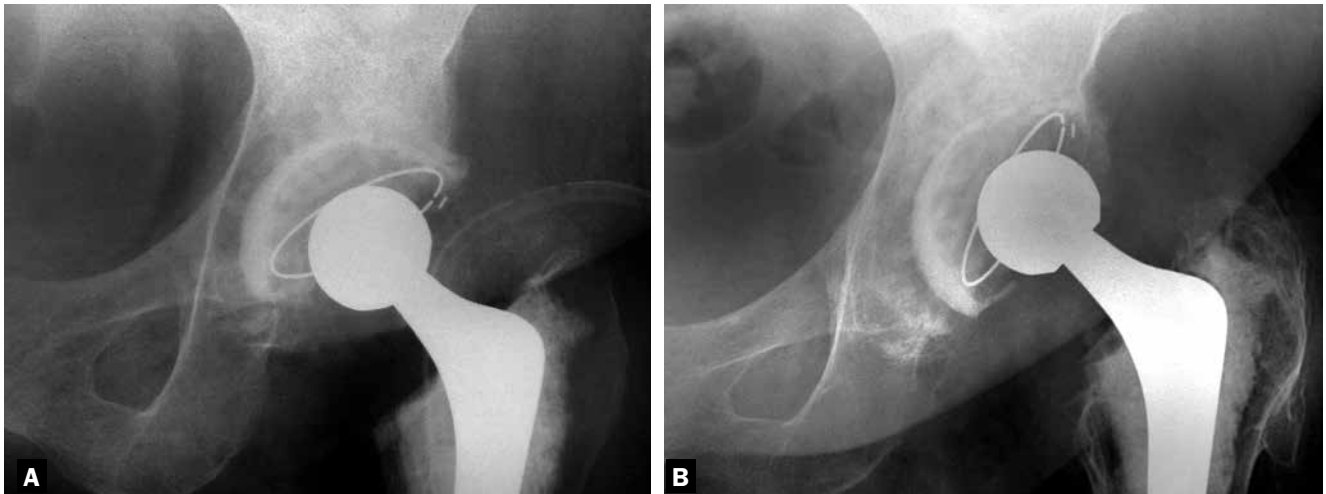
Detalhe de radiografia de artroplastia total cimentada do quadril no pós-operatório imediato (A) e nove anos após (B), com mudança evidente da posição do componente acetabular, confirmando diagnóstico de soltura.
